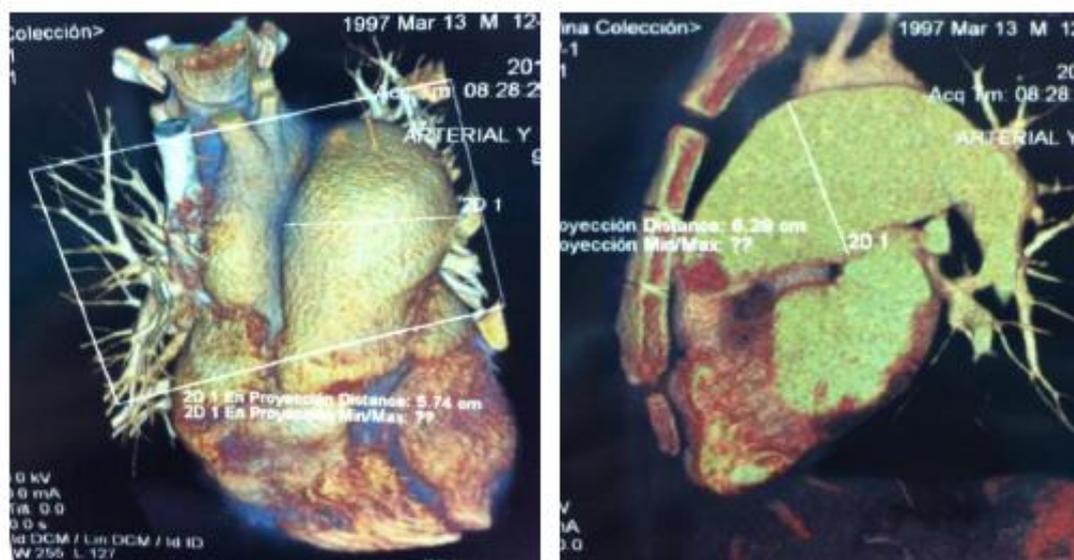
Angiotomografía torácica en corte tridimensional que evidencia el crecimiento del tronco de la pulmonar (aneurisma de arteria pulmonar - AAP).
